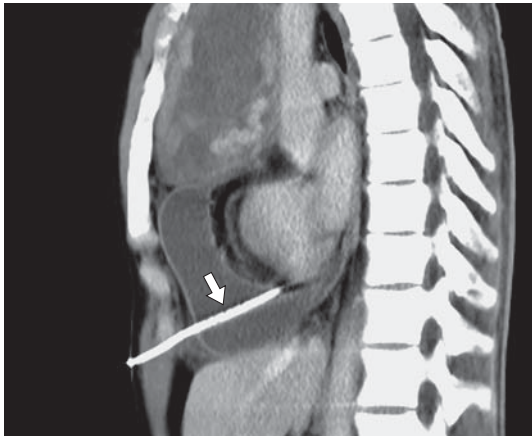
На компьютерной томограмме определяется перикардиальный выпот и дренаж, установленный в полости перикарда (стрелка).
